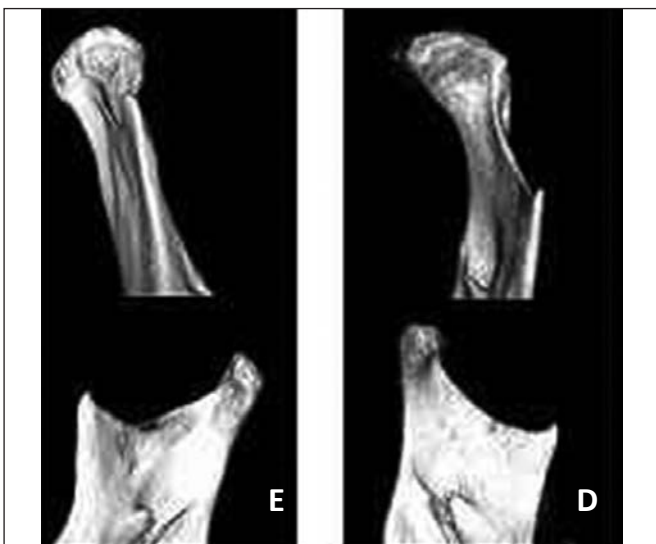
Reconstrução tridimensional da cabeça mandibular esquerda na tomografia computadorizada de feixe cônico, no qual foi realizada a cirurgia. Verifica-se a sua remodelação e semelhança à cabeça mandibular direita, não operada, após oito meses de pós-operatório.
